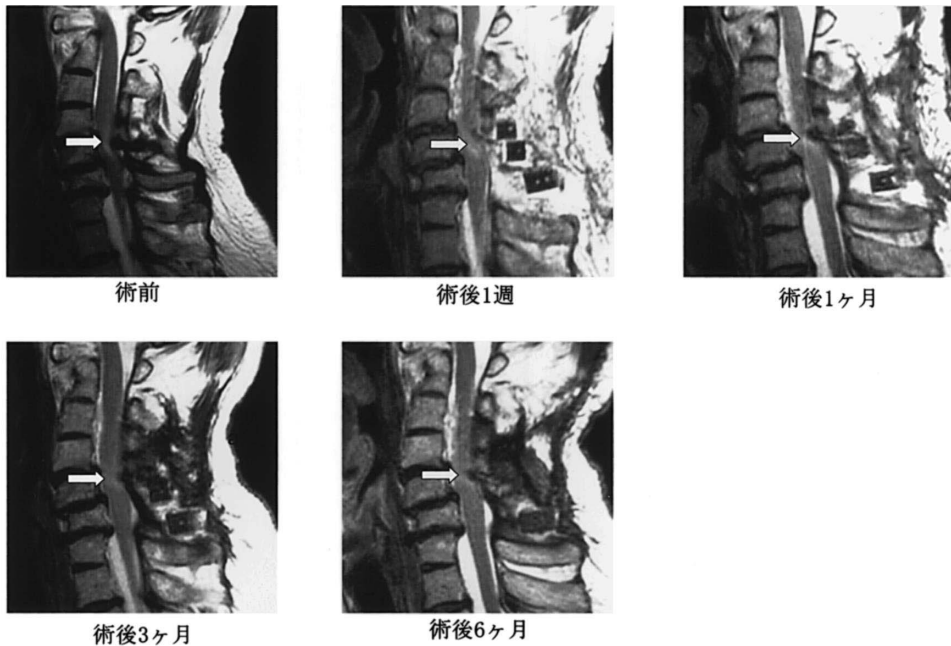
症例 5 における頸椎 MRI 矢状断の経時的推移. 頸髄内 T2 高信号域の局在を白矢印で示す. 頸髄内 T2 高信号域は観察期間中消失しなかった.
